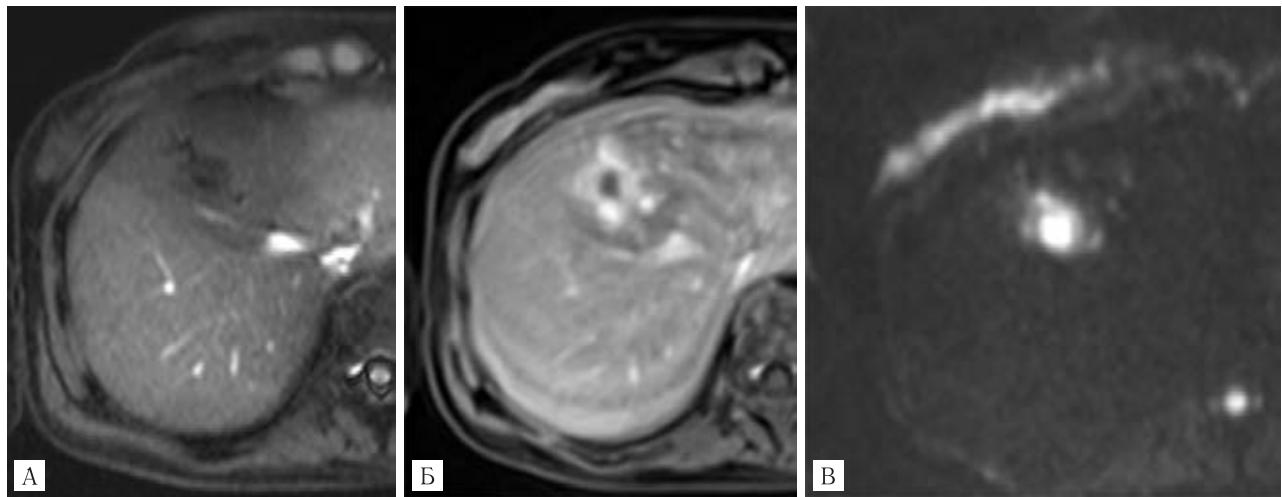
МРТ брюшной полости с контрастным болюсным усилением гепатоспецифичным препаратом «Примовист» больной Т., 42 года: А — Т1-ВИ с подавлением сигнала от жира (абсцесс правой доли печени); Б — постконтрастное Т1-ВИ (гепатобилиарный свищ); В — DWI (сформированный абсцесс)
